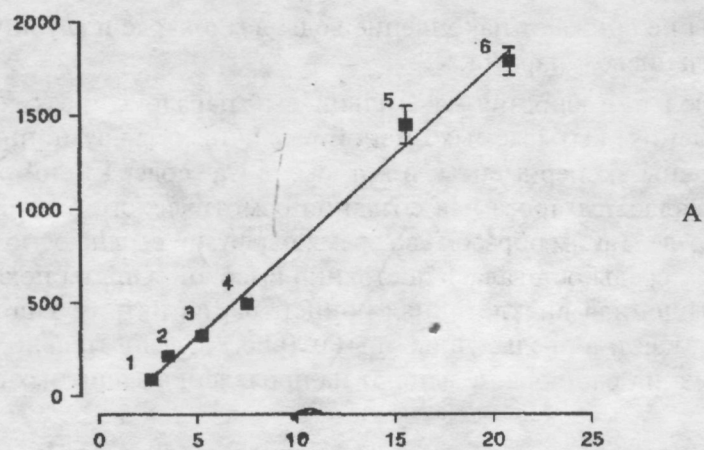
Зависимость содержания АТФ (А) и фосфокреатина (Б) в сердце ($\mu\text{моль/г}$ сухой массы) и количества миоглобина, потерянного в раствор (мкг/г сухой массы), за 12 минут реперфузии (В) от количества воды в ткани (мл/г сухой массы). По оси X — содержание воды в миокарде (мл/г сухой массы).
